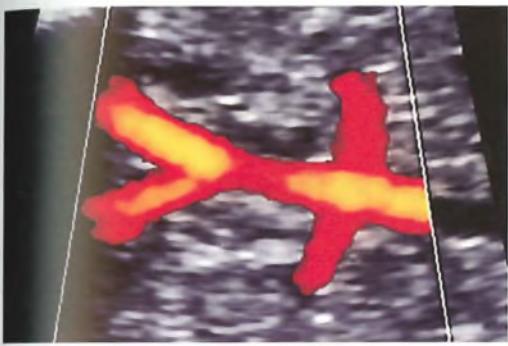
Ecografia trans-addominale bidimensionale in un feto alla 22^a settimana. L'esame mostra come sia possibile attraverso l'utilizzazione del power-Doppler evidenziare l'aorta addominale, le arterie renali e la biforcazione iliaca.
